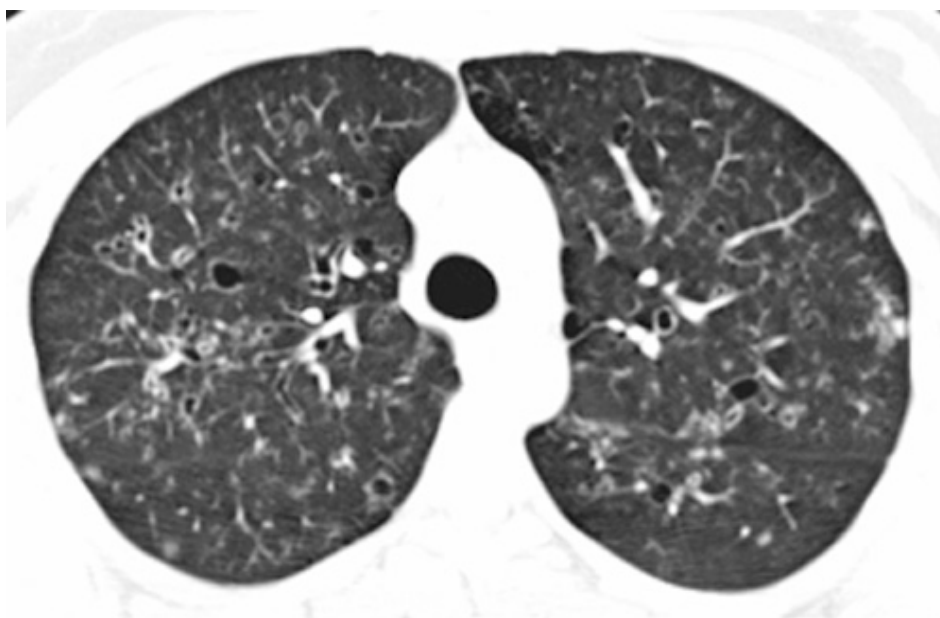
HPCL. Tomografia Computorizada de um fumador com diagnóstico comprovado de HPLC por biópsia pulmonar. Revela a existência de uma combinação de quistos e lesões nodulares nos campos pulmonares superiores de ambos os pulmões. (Adaptado de 7)
